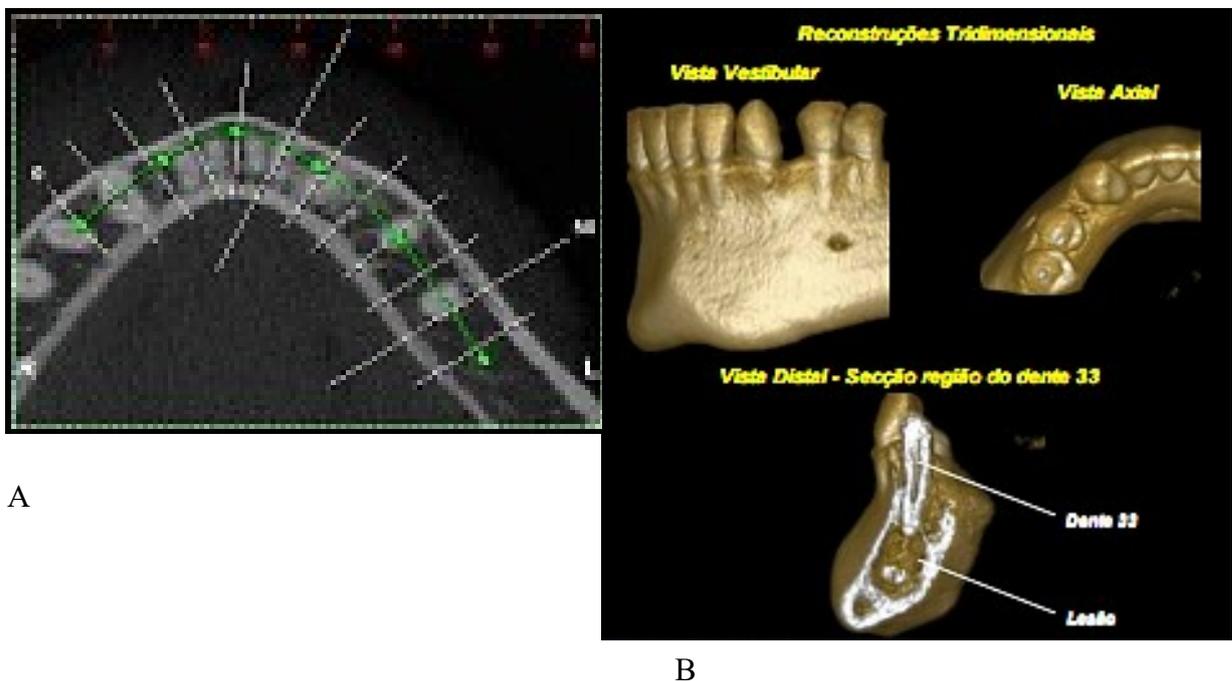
Displasia cemento-óssea periapical. A. Vista axial. B. Cortes transversais em tamanho real. C. Reconstrução tridimensional.
